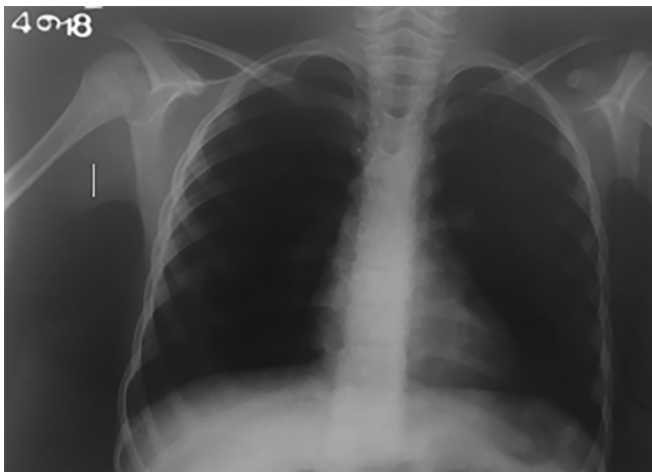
Radiografia de tórax em AP - hiperinsuflação.
